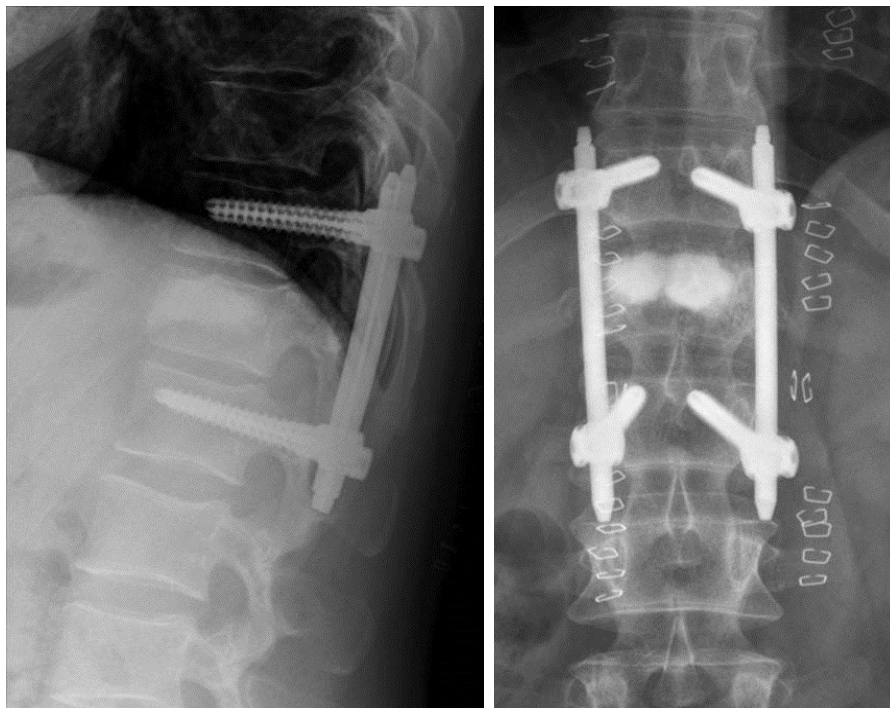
postoperative Röntgenaufnahmen
